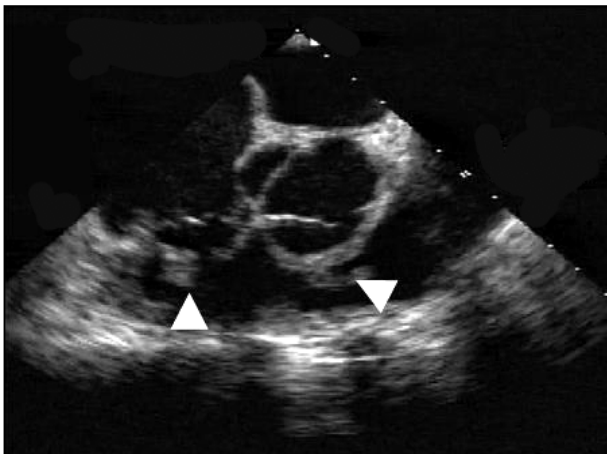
Representative transesophageal echocardiogram of right ventricular mass lesions in a patient with cardiac Behcet's disease (Case No. 11). Two echogenic mobile masses at the tricuspid annulus and right ventricular outflow tract were noted (white arrow).
